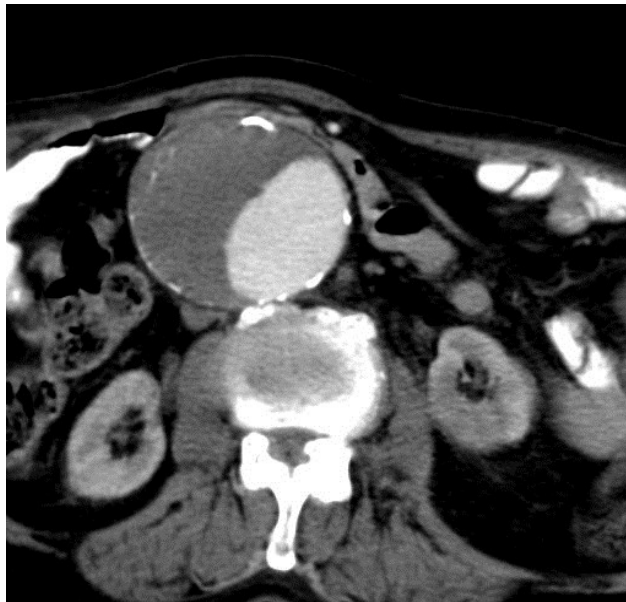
CT einer Typ-B Dissektion (48).
